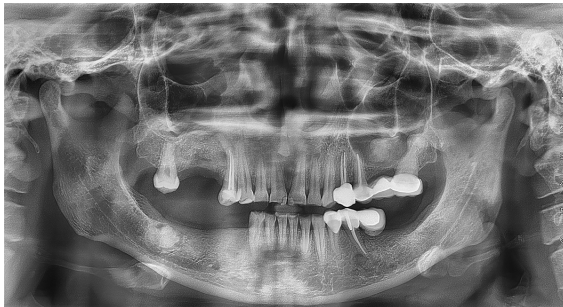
Radiografía panorámica de control 2023
